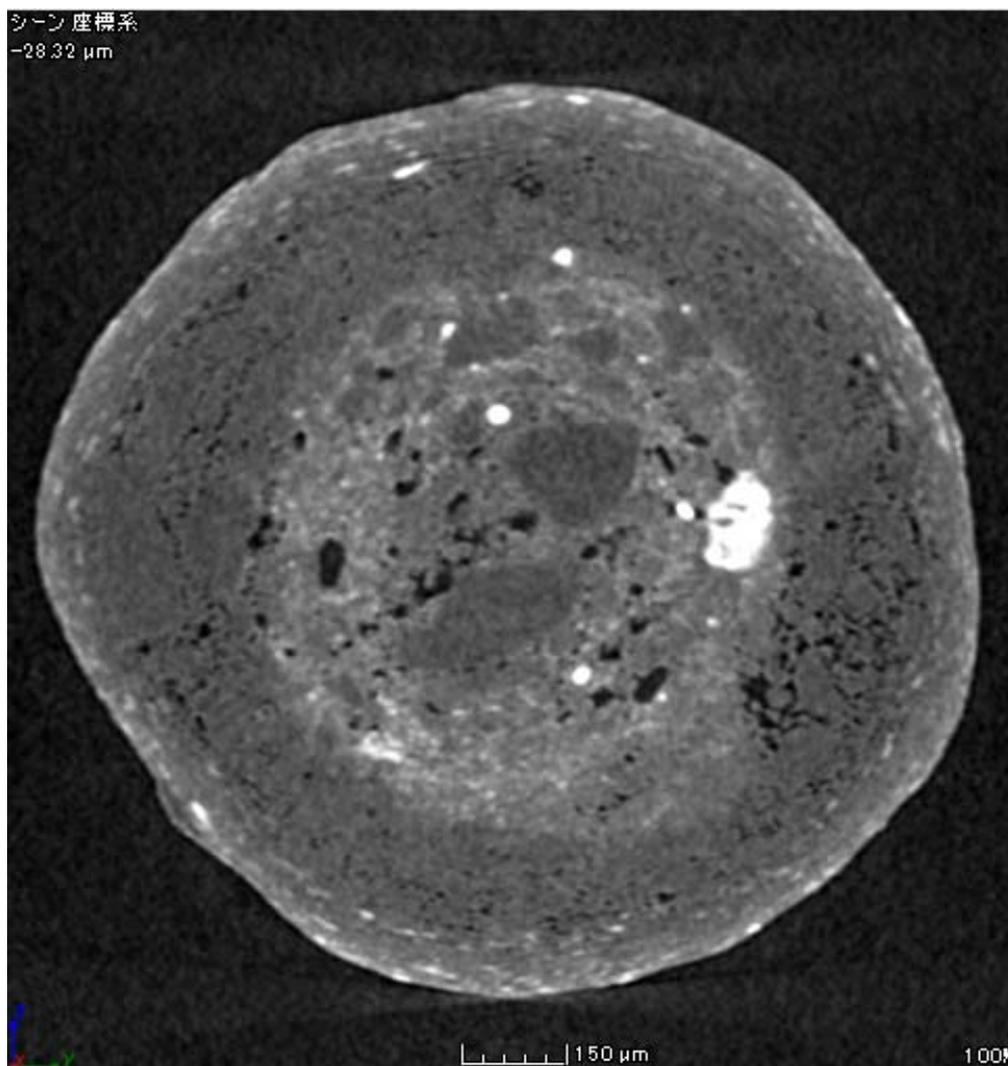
CIPLA 製サンプル X線 CT 画像
